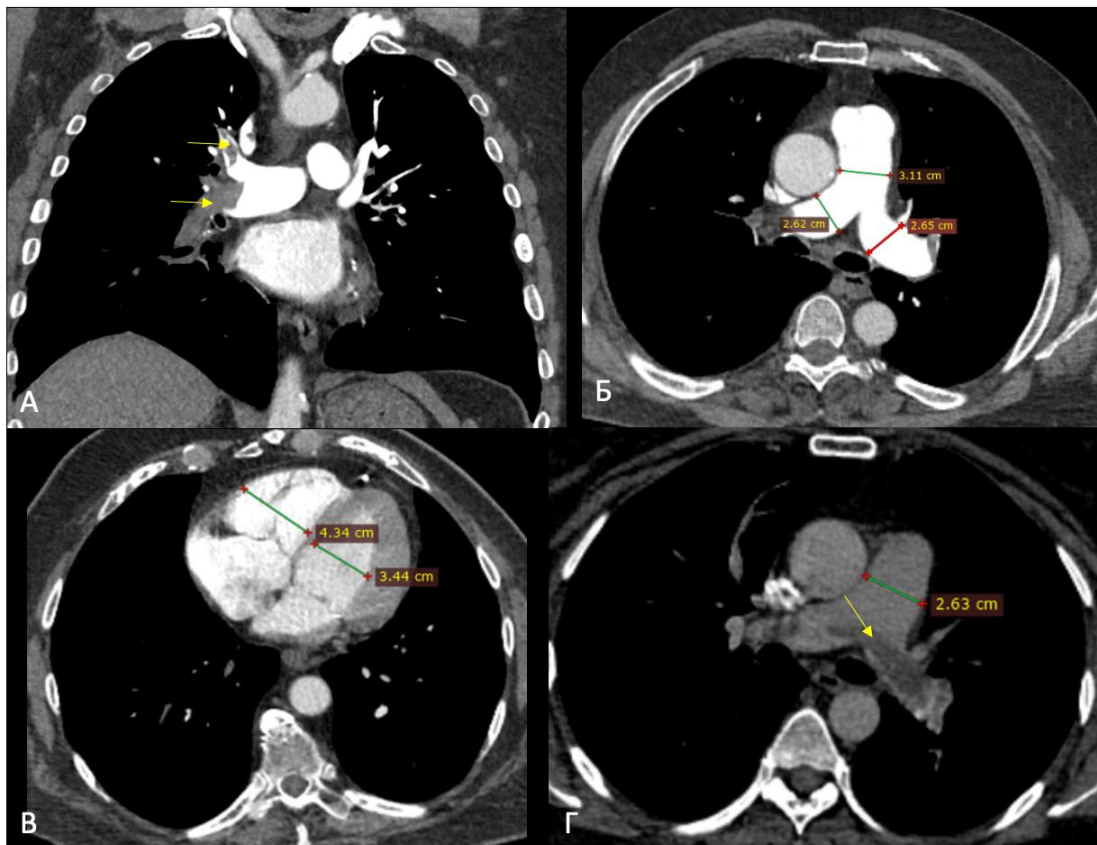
КТ-АПГ, MPR-реконструкция во фронтальной (рис. А) и аксиальной (рис. Б, В, Г) плоскостях
